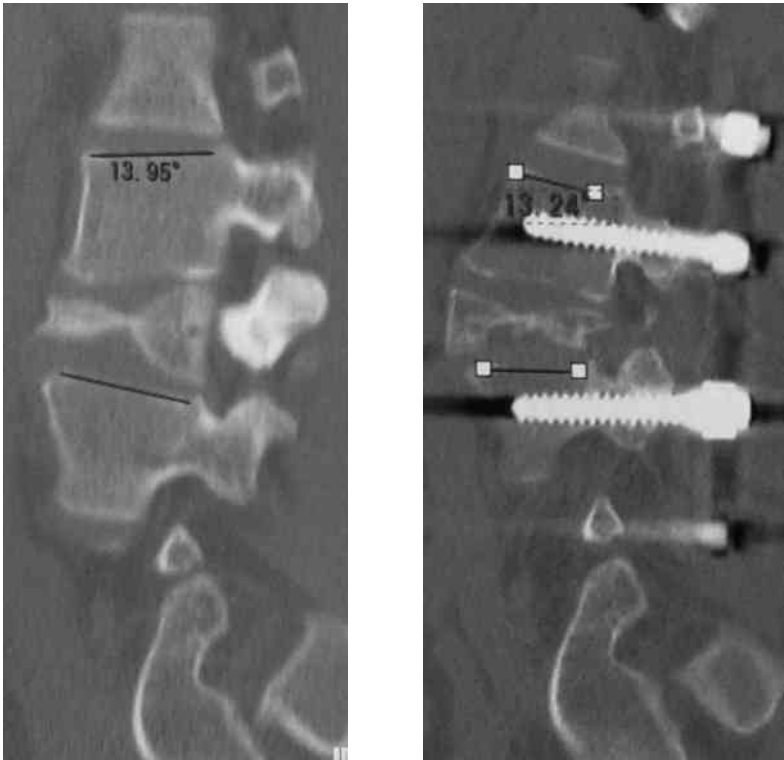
Sagittal reconstruction CT
